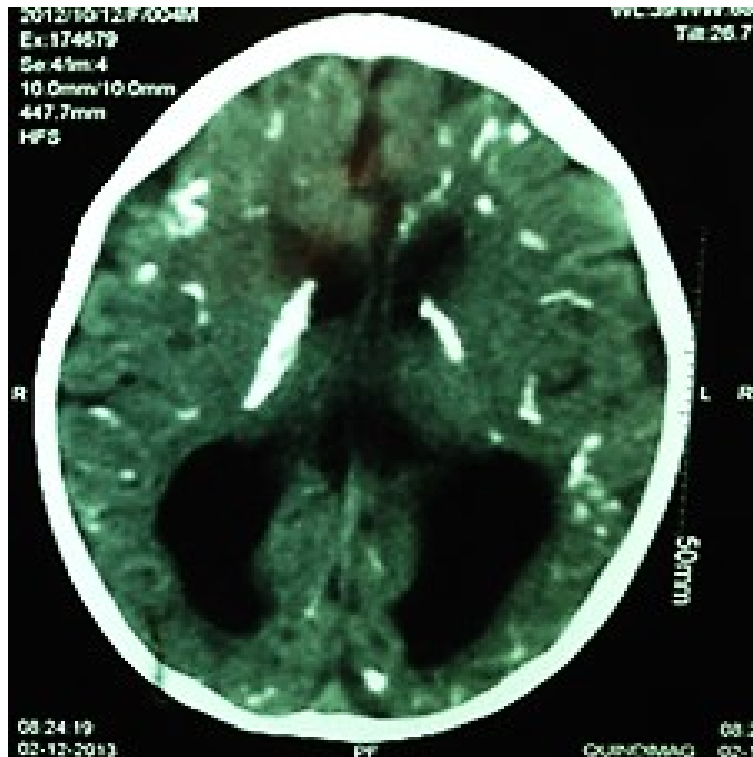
Calcificaciones intracerebrales y dilatación ventricular. La imagen corresponde a una tomografía cerebral de un niño con toxoplasmosis congénita (Jorge E. Gomez-Marin, archivo personal).
